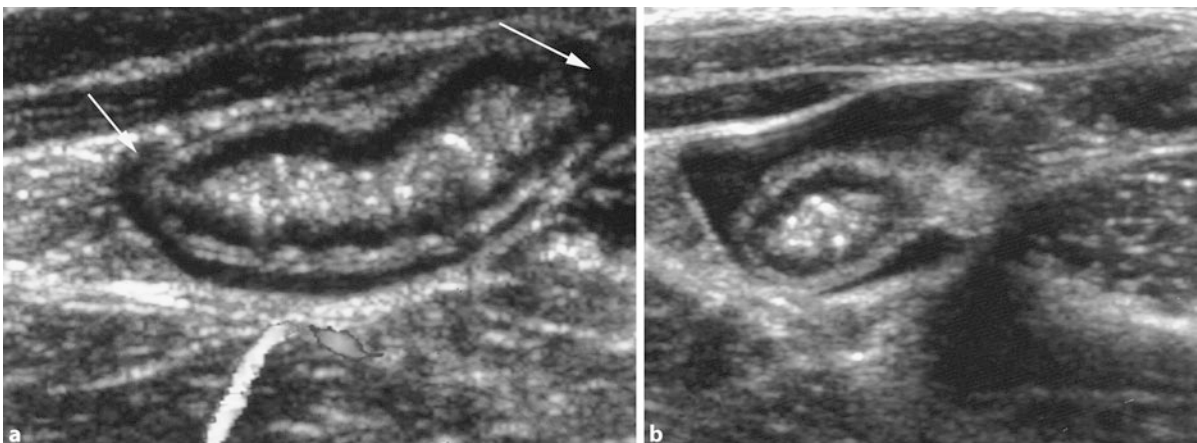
Subakute Appendizitis (9-jähriger Junge). Bauchschmerzen seit etwa 3 Monaten. Sonographischer Befund: a Längsschnitt durch die Appendix mit deutlich verdickter Wand (Pfeile); b Querschnitt durch die geschwollene Appendix, die von Flüssigkeit umgeben ist
